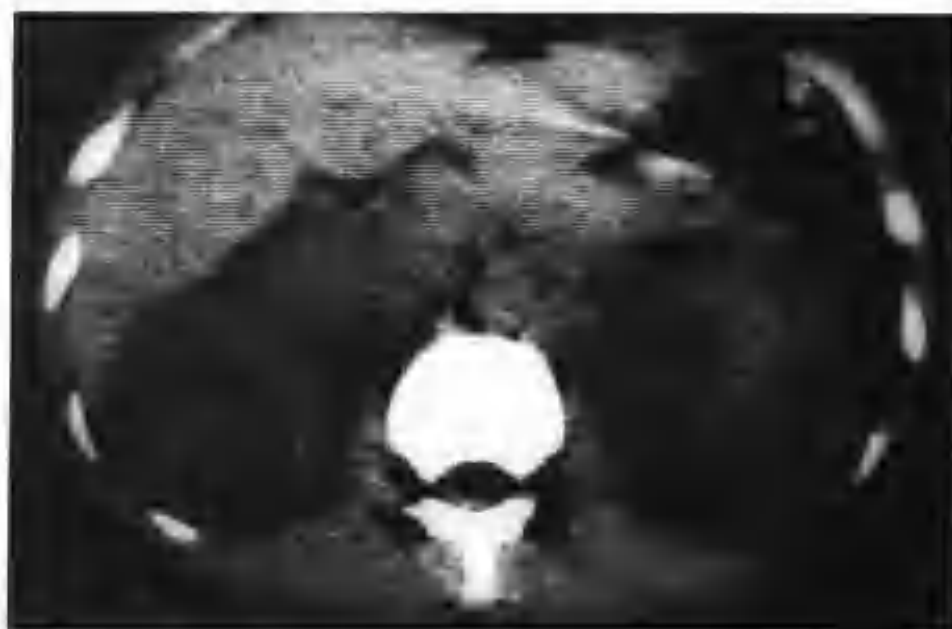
腹膜后脂肪肉瘤（CT 平扫示双肾影明显不规则增大，以等低密度为主，左肾影内夹杂片状高密度影〈出血〉）
